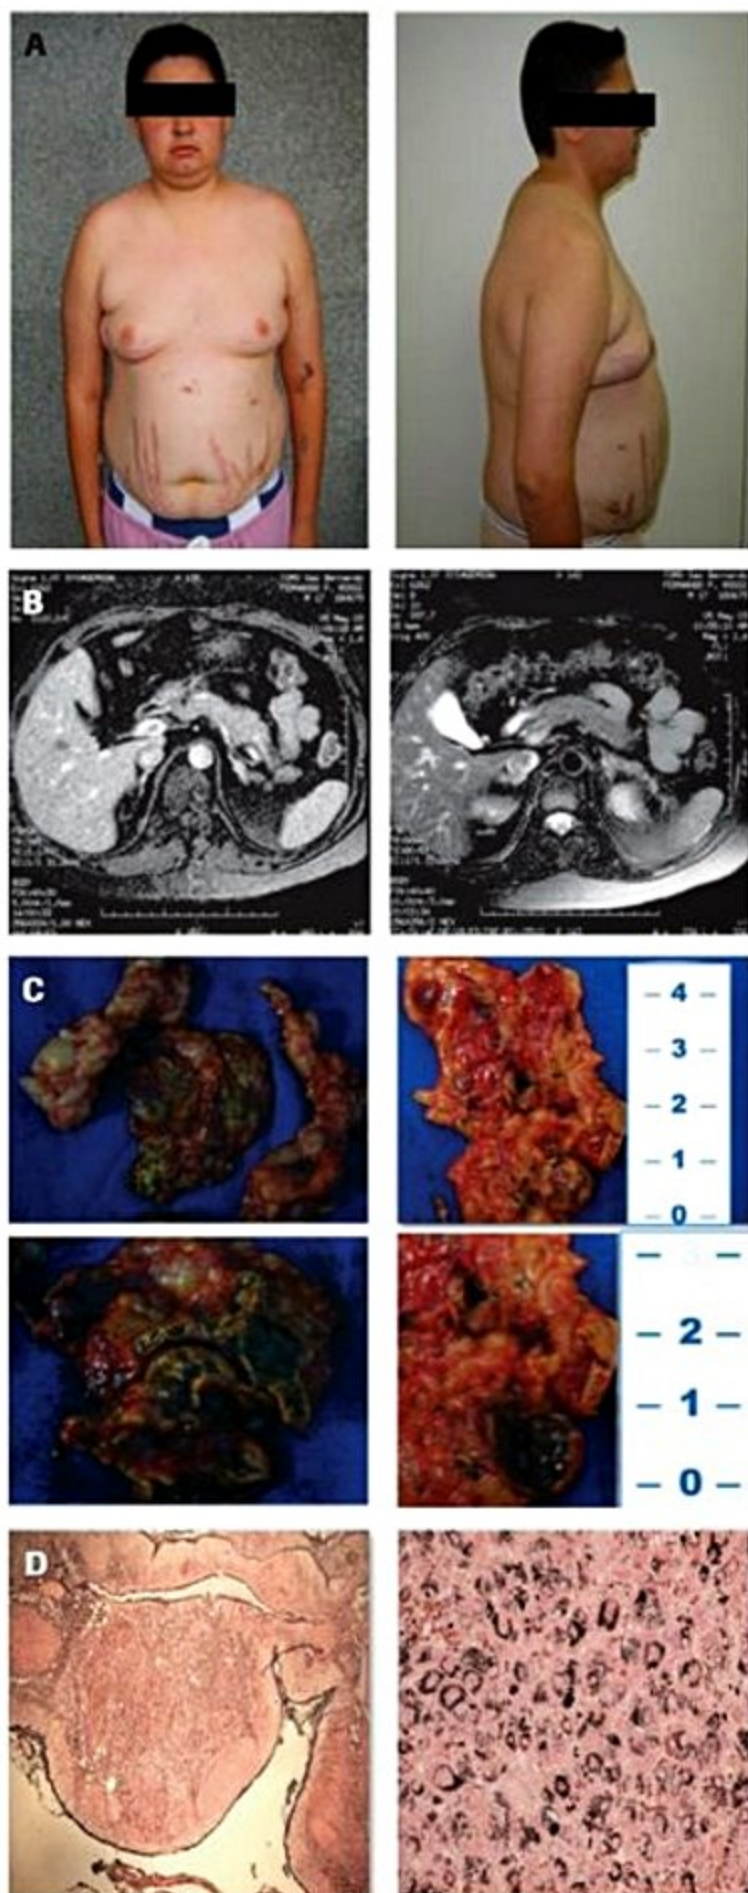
(A) Estigmas de síndrome de Cushing em um paciente de 18 anos com complexo de Carney e hiperplasia pigmentosa primária das suprarrenais (PPNAD). (B) Ressonância magnética das suprarrenais mostrando espessamento e micronódulos bilaterais. (C) Macroscopia após adrenalectomia bilateral demonstrando os micronódulos hiperpigmentados característicos da PPNAD. (D) Coloração Fontana-Masson evidenciando os micronódulos de lipofusina.
